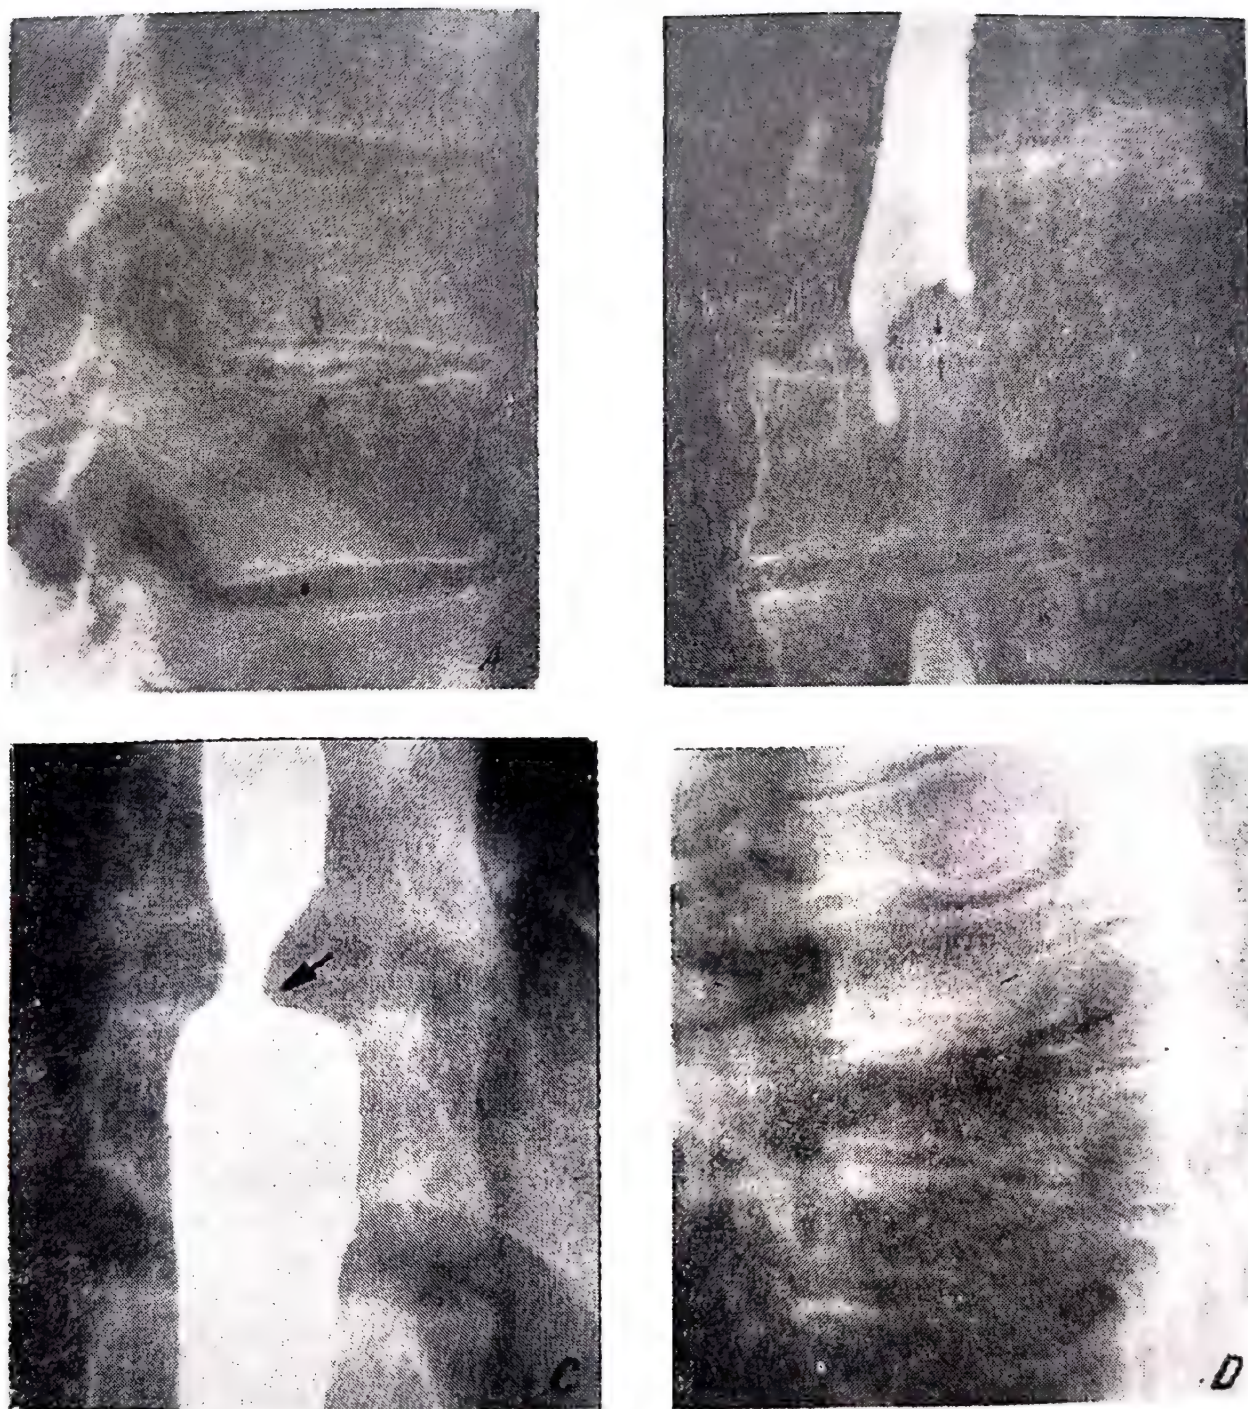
79. — Radiografia coloanei vertebrale toracale :
